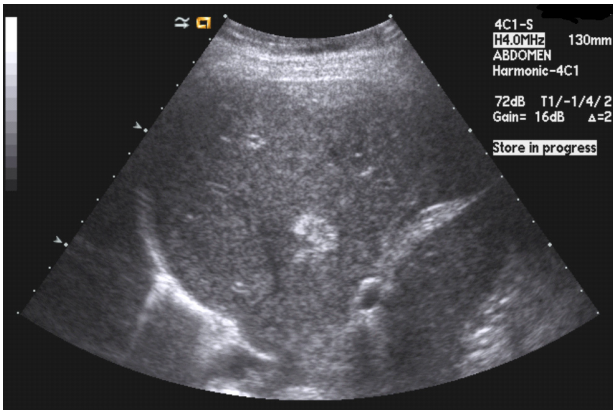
On ultrasonography, about 1.8 cm sized hyperechoic mass is seen in the segment 4 of liver.
